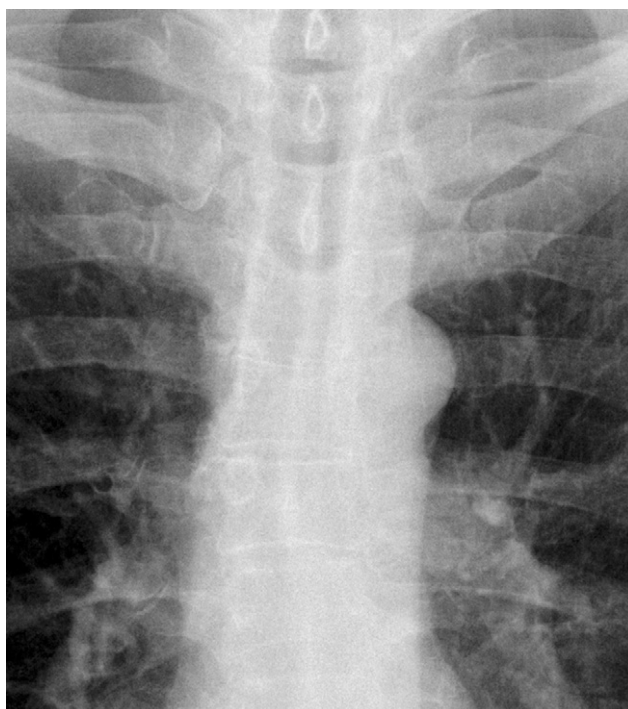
Trachée de face. Comparaison avec la TDM.
